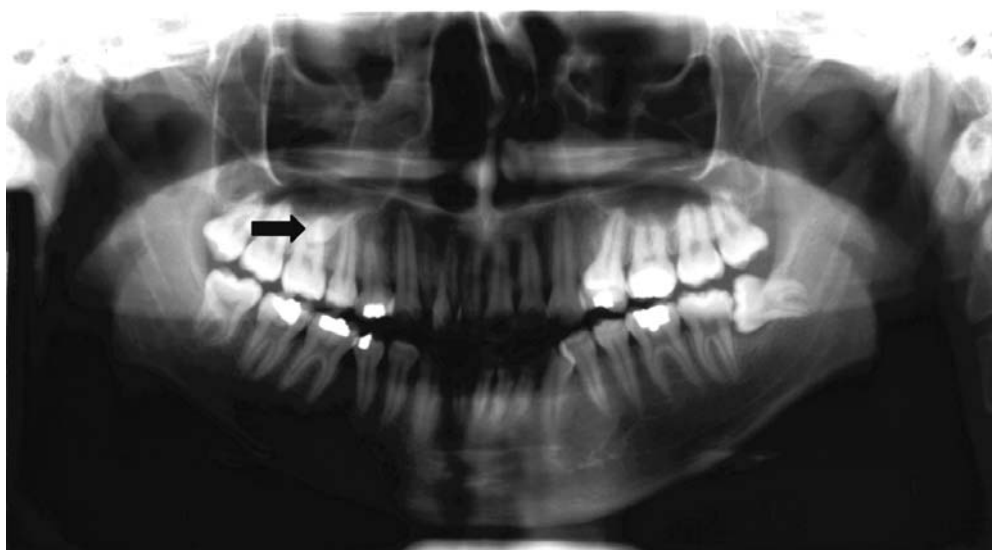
Panoramic radiograph showing location of supernumerary tooth (arrow) beneath apical of the right maxillary first molar.
